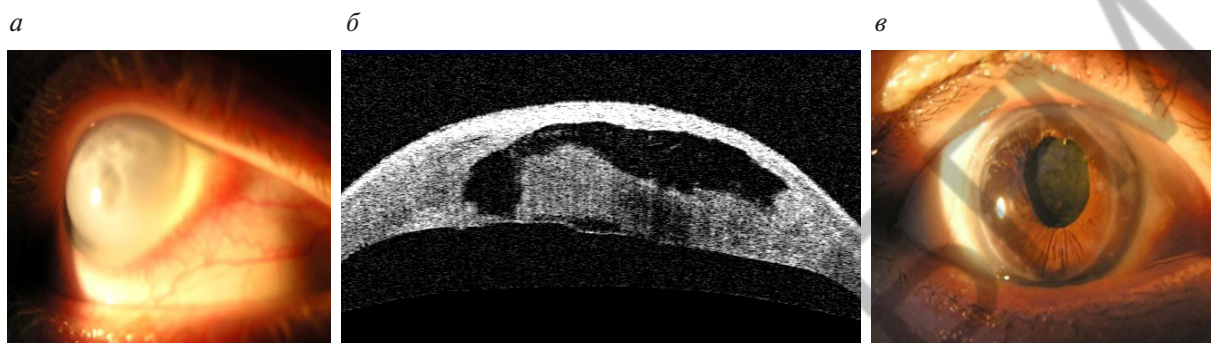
Биомикроскопия (а) и оптическая (б) когерентная томография переднего отрезка пациента с острым кератоконусом до кератопластики и после (в)
